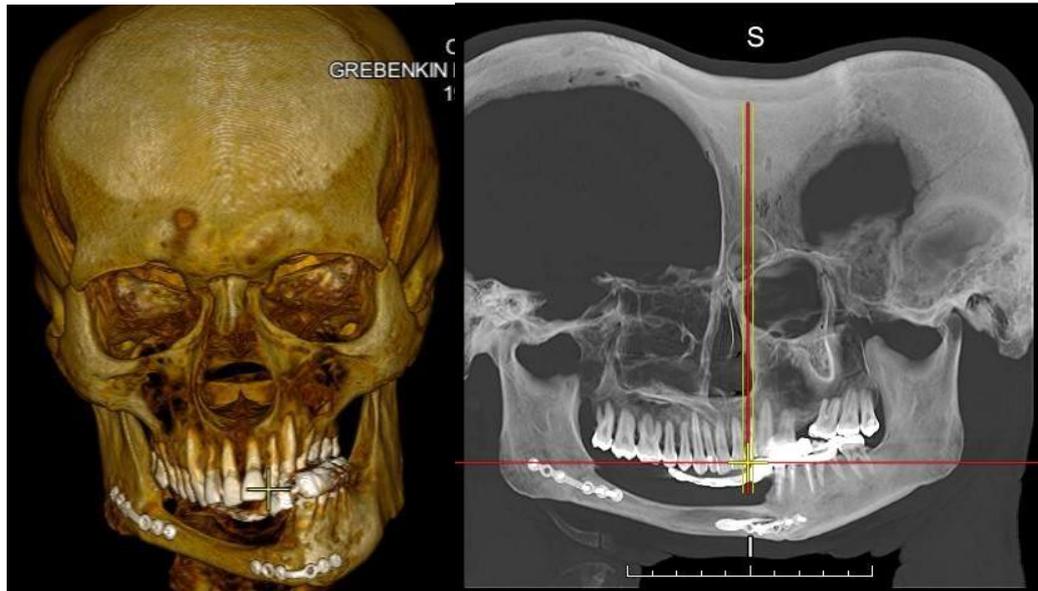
КТ пациента после проведенного реконструктивного оперативного вмешательства
